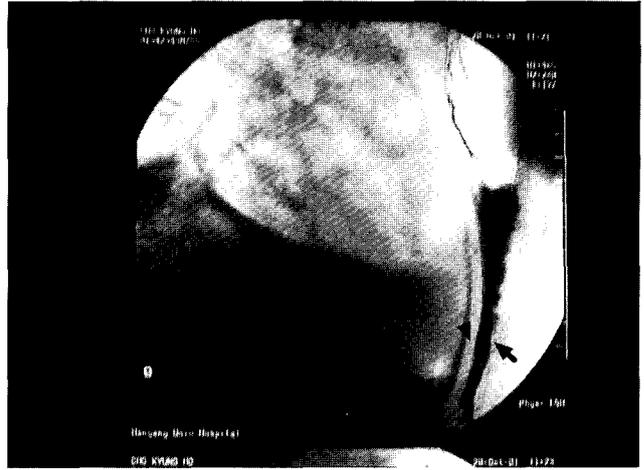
Upper GI X-ray showing contrast in the pedicled stomach(arrow) and within the pericardial sac(arrow head).
